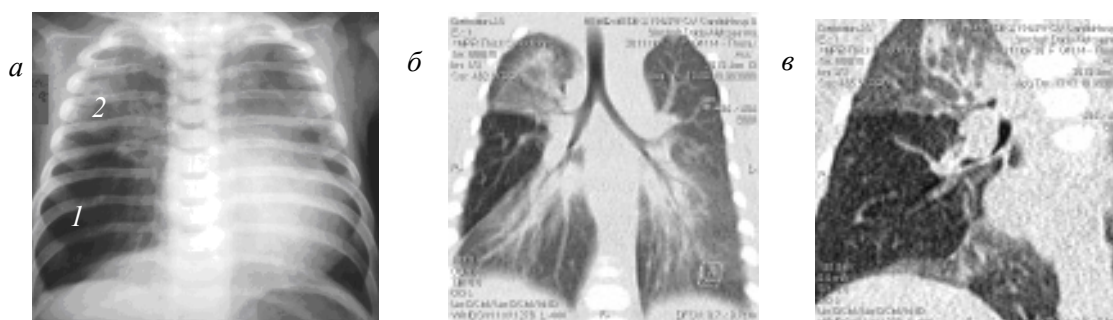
Рентгенограма (а) і СКТ (б – фронтальний зріз, в – сагітальний зріз) органів грудної клітки новонародженого у віці 25 днів життя з вродженою частковою емфіземою середньої частки правої легені (1), колабування верхньої частки (2)
